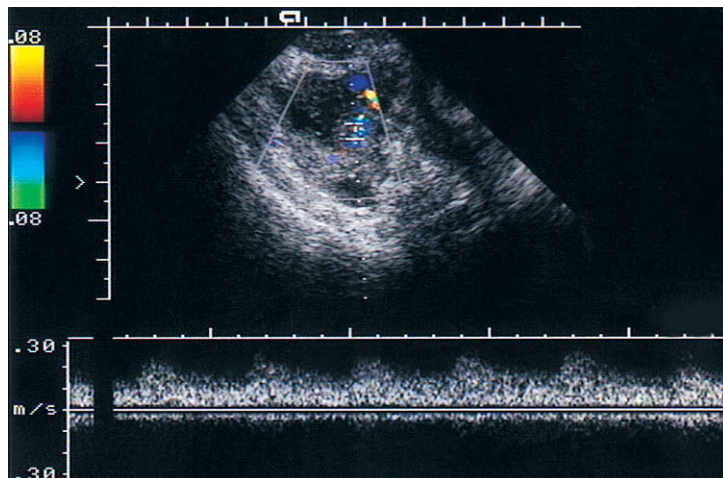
Tumor ovárico sólido con Doppler color en su margen y Doppler espectral que muestra una baja resistencia.
